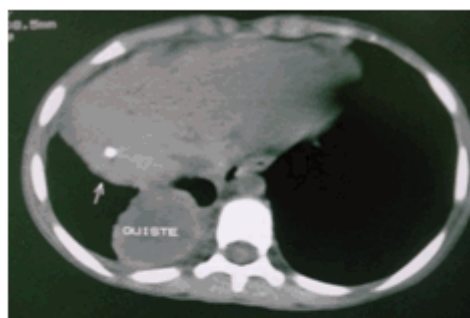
Tomografía de tórax 1: lesión hiperdensa, redondeada de contornos bien definidos, pared de 3. mm en el segmento basal posterior derecho, mide 44 x 44 mm, en su interior muestra contenido hipodenso, quístico de 27 UH. Derrame pleural mínimo, vecino a la lesión. Condensación inflamatoria con componente atelectásico a nivel del segmento basal anterior. En cortes basales, lesión hepática calcificada de 6 x 5. mm en lóbulo derecho, segmento VI, muy próxima a la lesión pulmonar de 327 UH. (Quiste hidatídico pulmonar).
